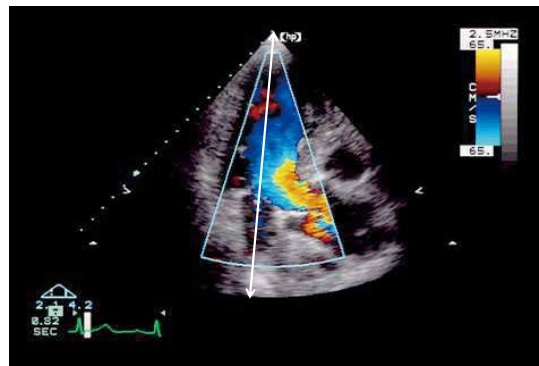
カラー Doppler 表示の画角とフレームレート 2
